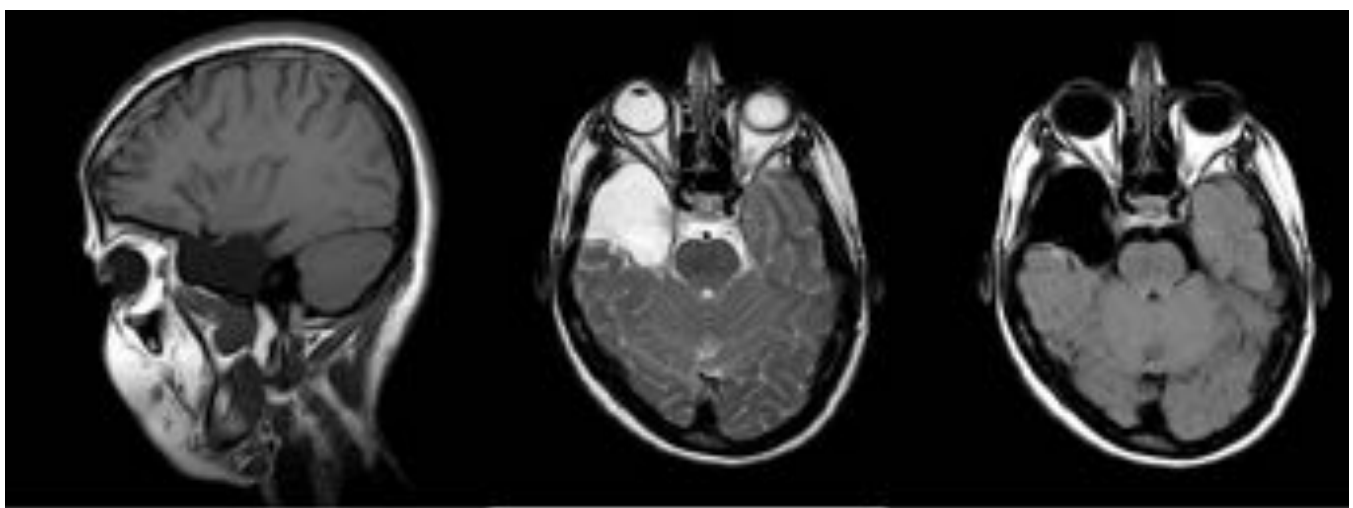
Corte sagital y axiales T1, T2 y FLAIR. Se observa lesión temporal hipointensa en T1 y FLAIR e hiperintensa en T2, en relación a porencefalia postquirúrgica.
